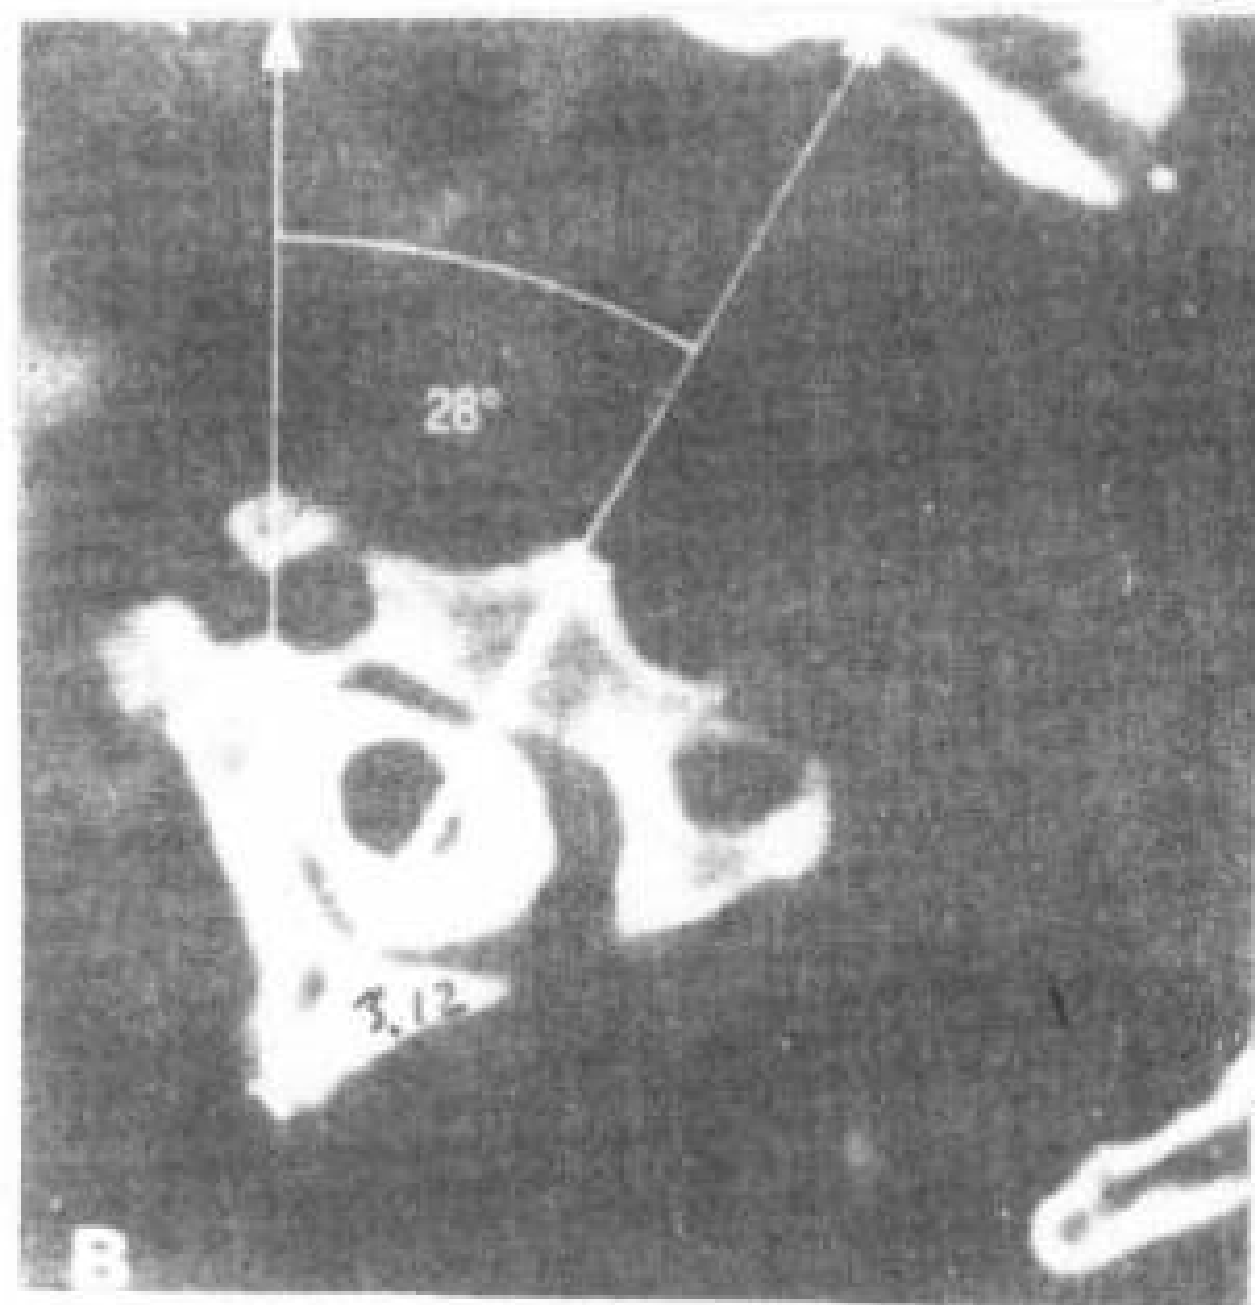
颅颈连接的旋转。CT横断象，可以估计C<sub>1</sub>~C<sub>2</sub>的旋转角度。颅颈旋转运动由(A)头及环椎在轴椎上旋转及(B)下颈椎于躯干上旋转共同完成。C<sub>1</sub>
